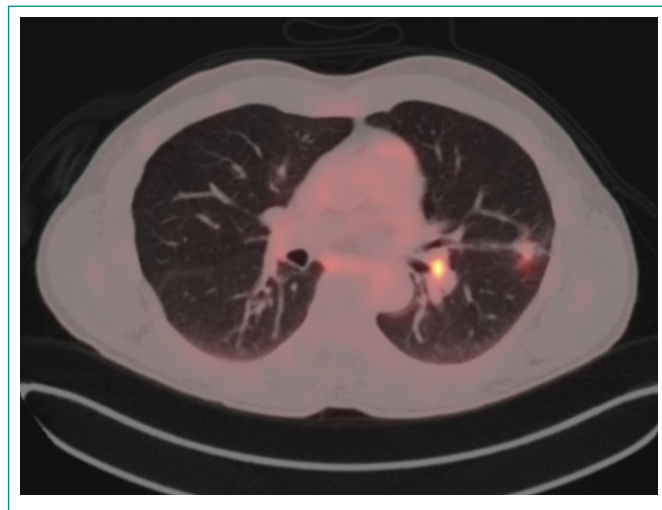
Imagen PET-TAC: Nódulo pulmonar izquierdo y adenopatías hiliomediastínicas con captación de 18F-FDG.
